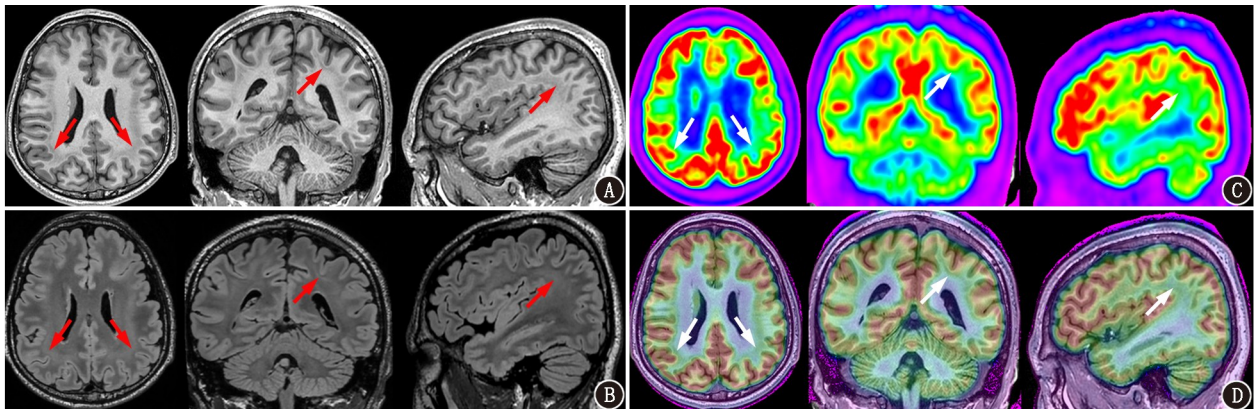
皮质下带状灰质异位患者(男,18岁)¹⁸F-FDG PET/CT显像联合MRI图(箭头示病灶)。A.三维-T₁加权图像,可见带状T₁低信号;B. T₂液体衰减反转恢复序列(FLAIR)高信号;C. ¹⁸F-FDG PET/CT图像示皮质区域未见明显糖代谢异常区;D. ¹⁸F-FDG PET/MR异机融合图示T₁内皮质下白质带状低信号区域在融合图中未见明显糖代谢异常区
